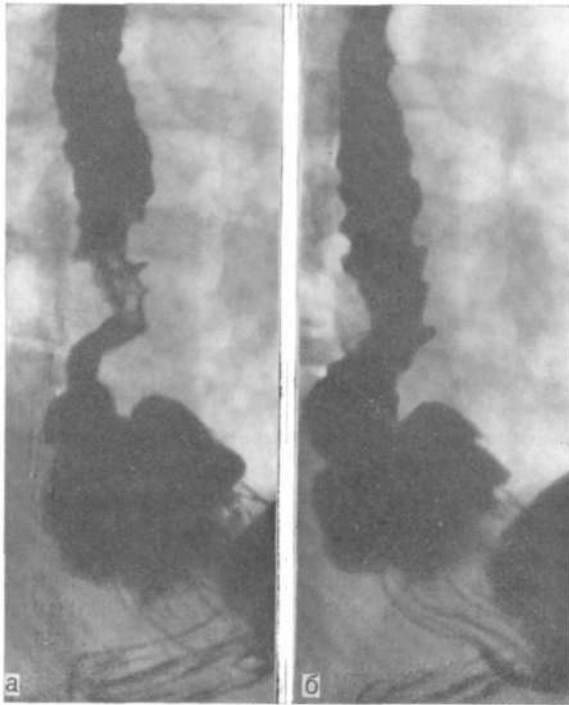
Прицельные рентгенограммы пищевода. Спазм пищевода при аксиальной грыже пищеводного отверстия.
